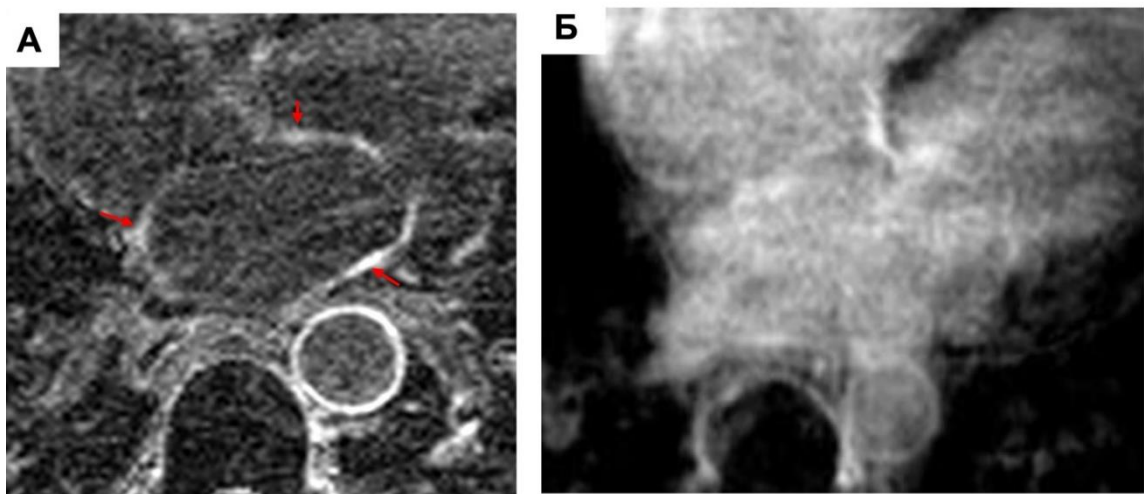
МРТ LGE, 3D IR GE, аксиальный срез. Оценка качество 2D изображения ЛП у пациентов с ФП: А – пример качественного изображения, Б – пример изображение с низким качеством.
